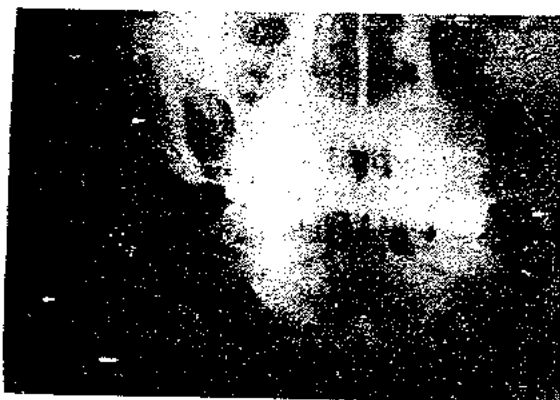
A. Preoperative X-Ray 사진Posterior Anterior View. 여기에서도 亦是 下顎骨의 右側移動를 認定할수있다.
